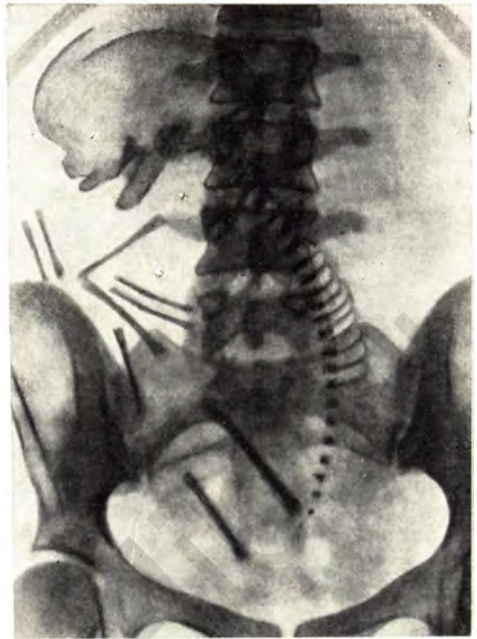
Прямая рентгенограмма живота беременной. Тазовое предлежание, черепцеобразное захождение костей черепа друг за друга. Отвисание нижней челюсти.
